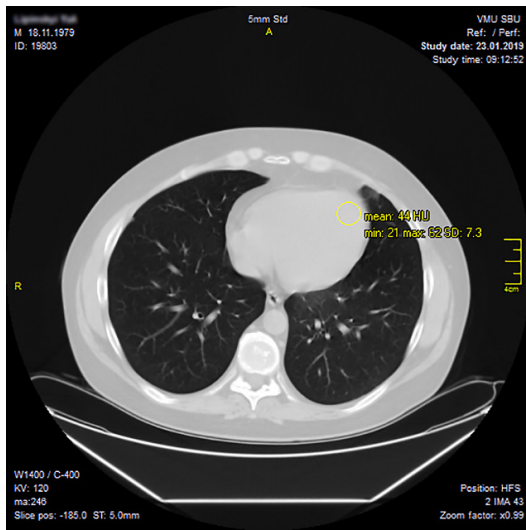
Аксіальний зріз КТ ОГК здорової людини з денситометричними показниками міокарда
